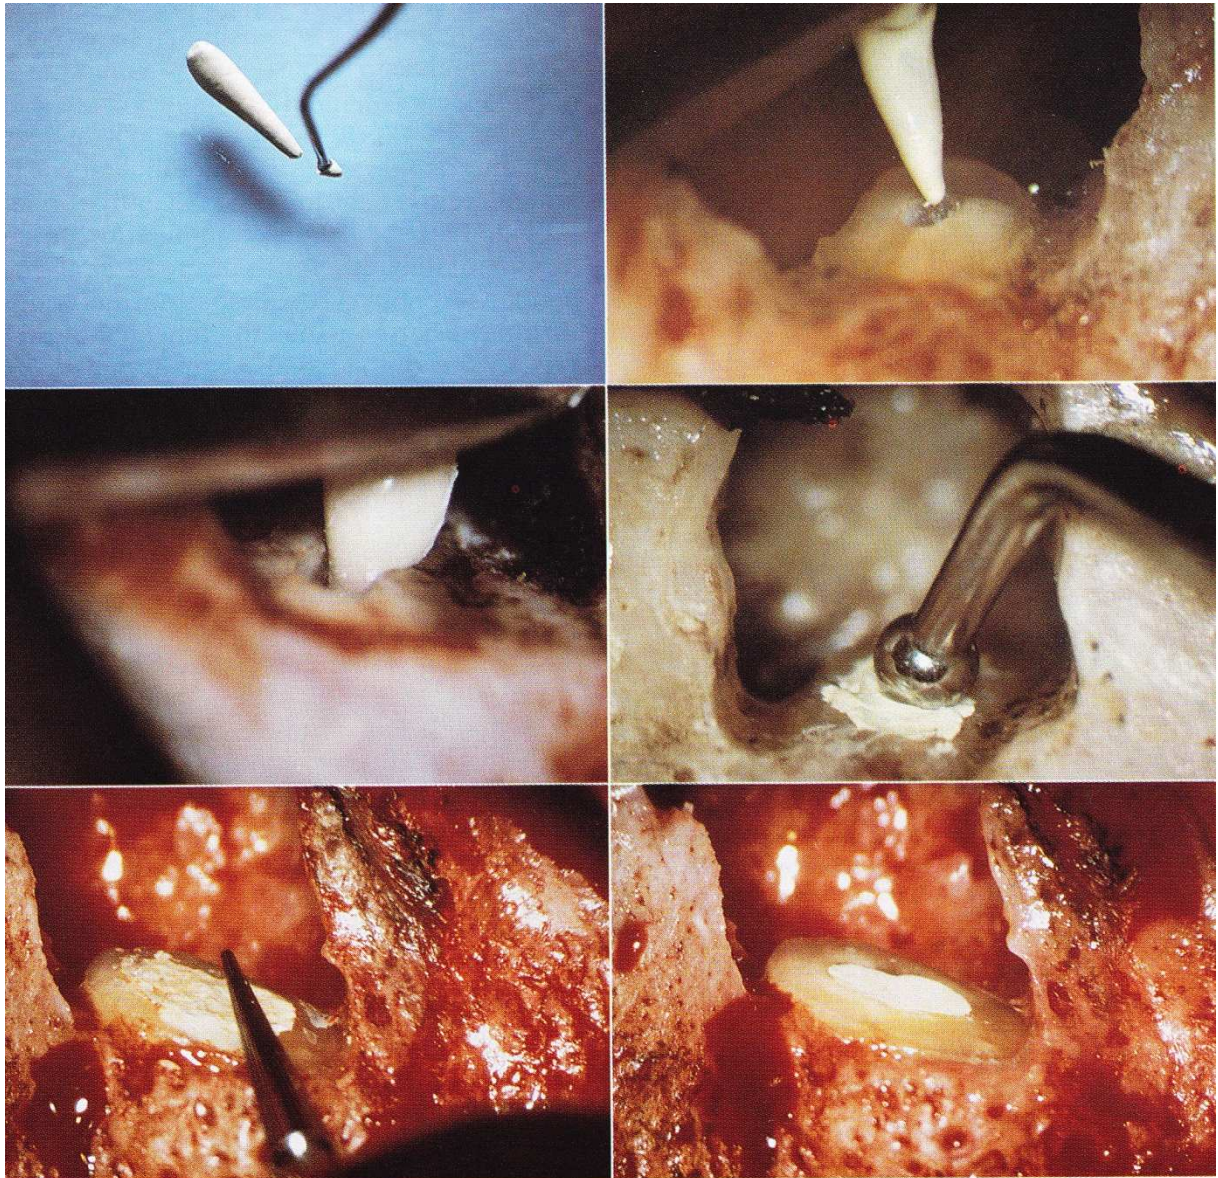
Mise en place de l'IRM dans la cavité à rétro. (D'après KIM et *al.* 2001)
